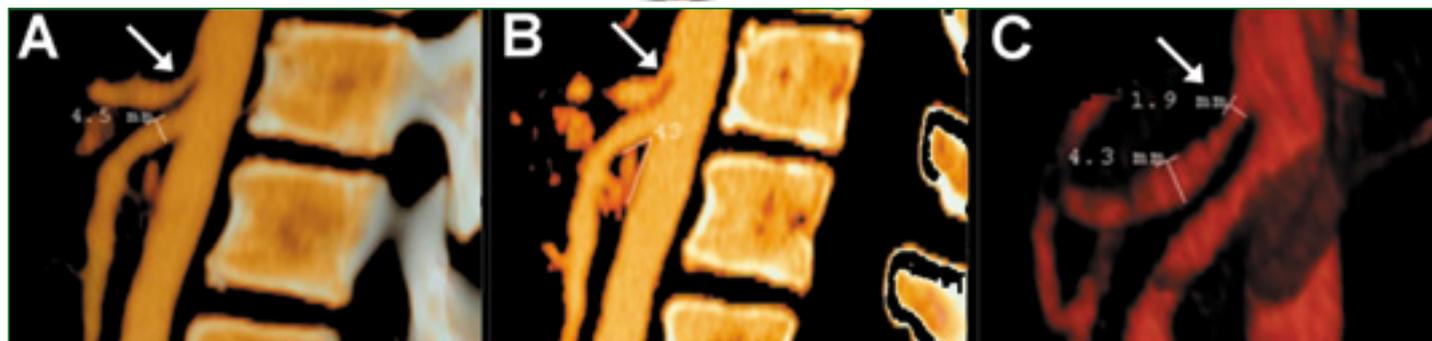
A y B. Imagen de angiotomografía; donde se muestra la disminución de calibre en la emergencia del tronco con una dilatación postestenótica. C: reconstrucción de angiotomografía donde se evidencia la diferencia de calibres.
